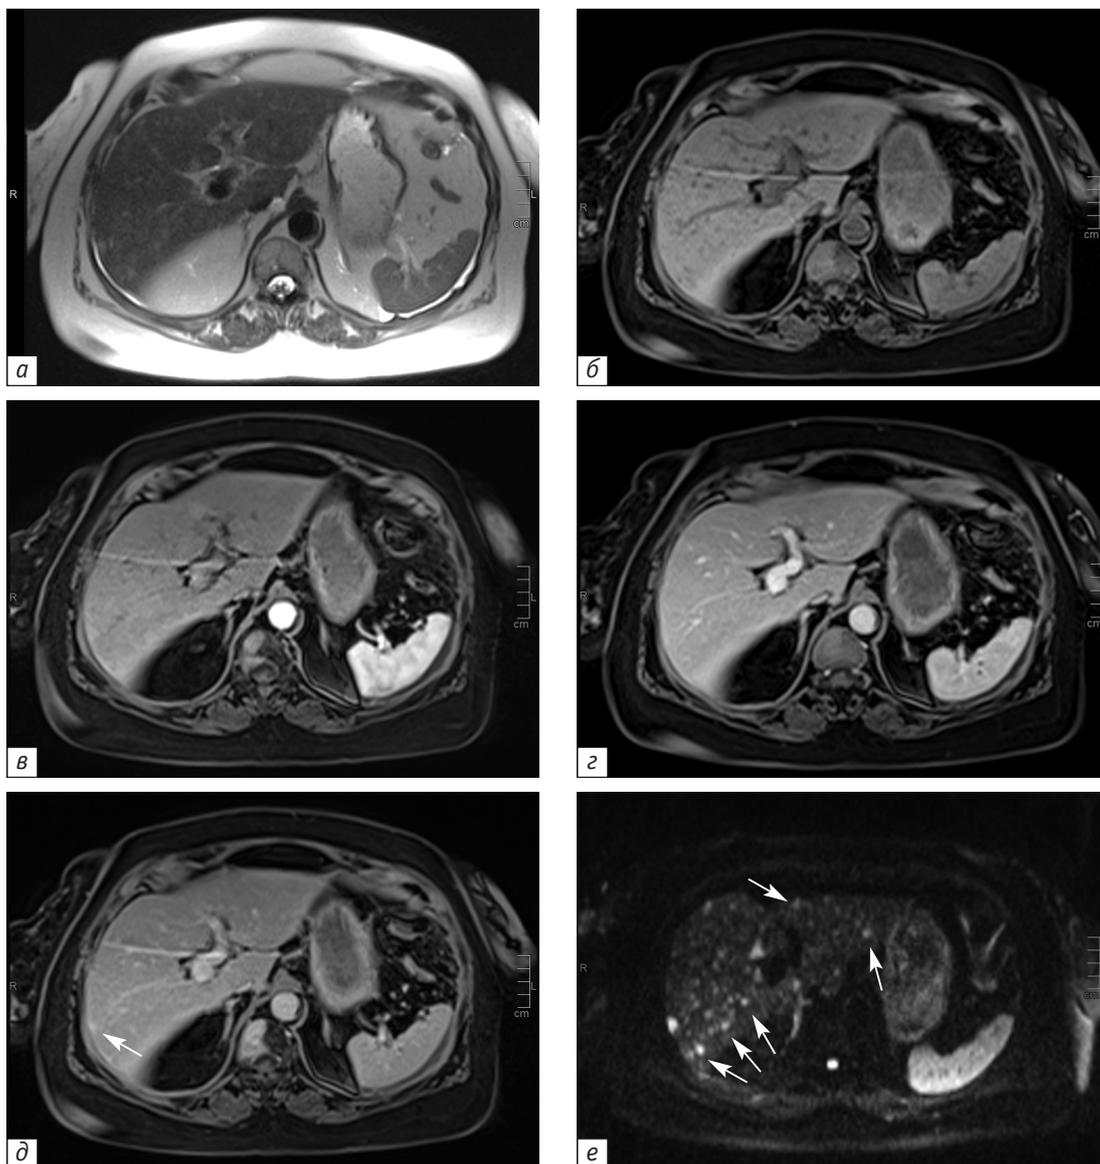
Аксиальные магнитно-резонансные томограммы абдоминальной области пациентки 61 года с тотальным метастатическим поражением печени:
